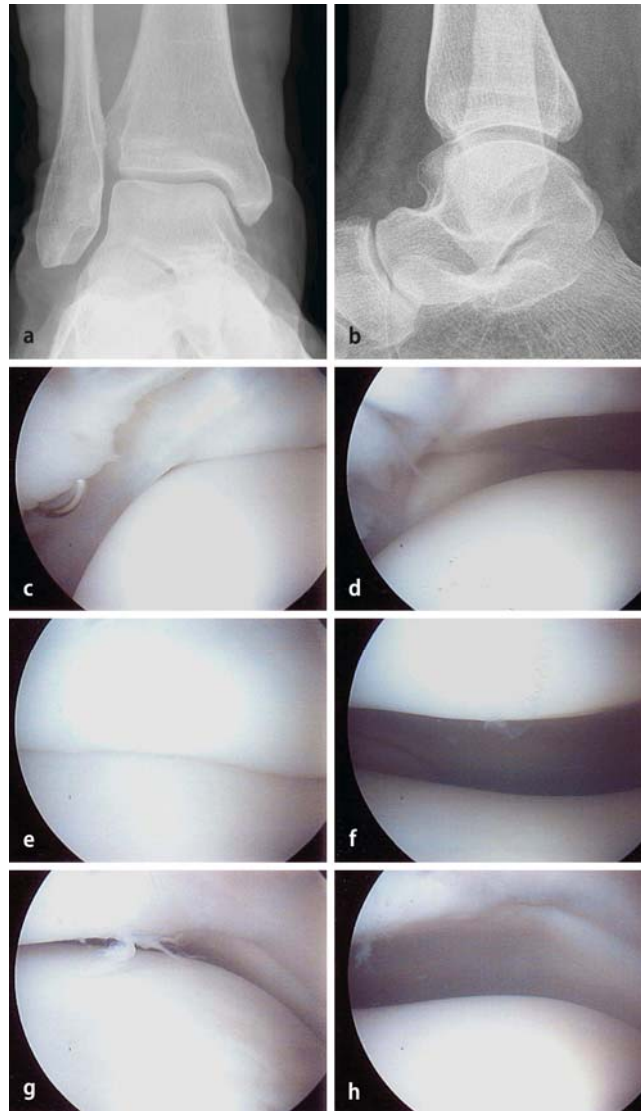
◀ Fall einer chronischen Rotationsinstabilität des oberen Sprunggelenks: anteroposteriores (a) und laterales (b) Röntgenbild mit hohem ossären Taluskörper und typischerweise reduzierter tibialer Abdeckung des Talus (Containment); in der Arthroskopie vor ligamentärer Rekonstruktion zeigt sich eine kombinierte laterale (c, d) und mediale (g, h) Instabilität (Rotationsinstabilität); zusätzlich Sicht auf zentralen Teil des Sprunggelenks (e, f)
